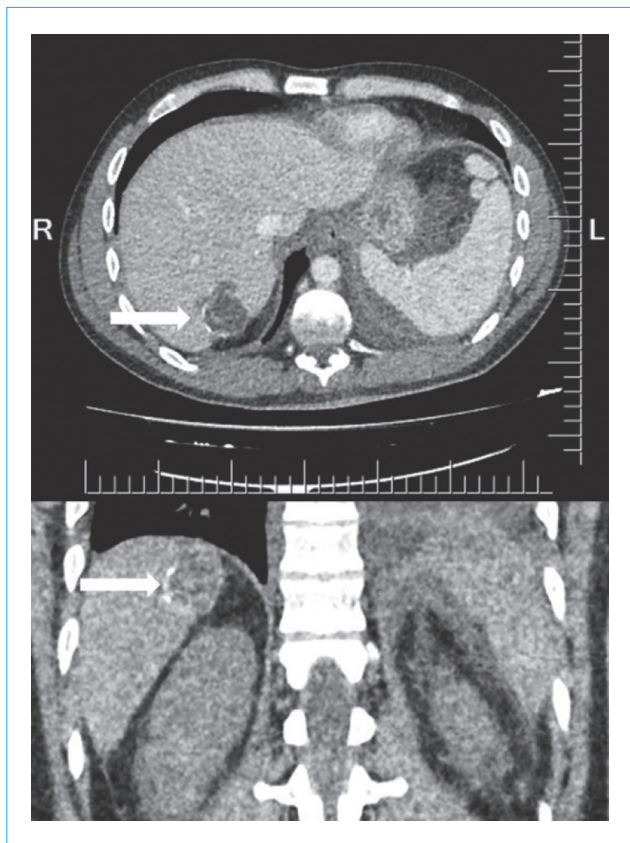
Компьютерная томография органов брюшной полости. Эхинококковый очаг «сотовой» структуры в седьмом сегменте печени
